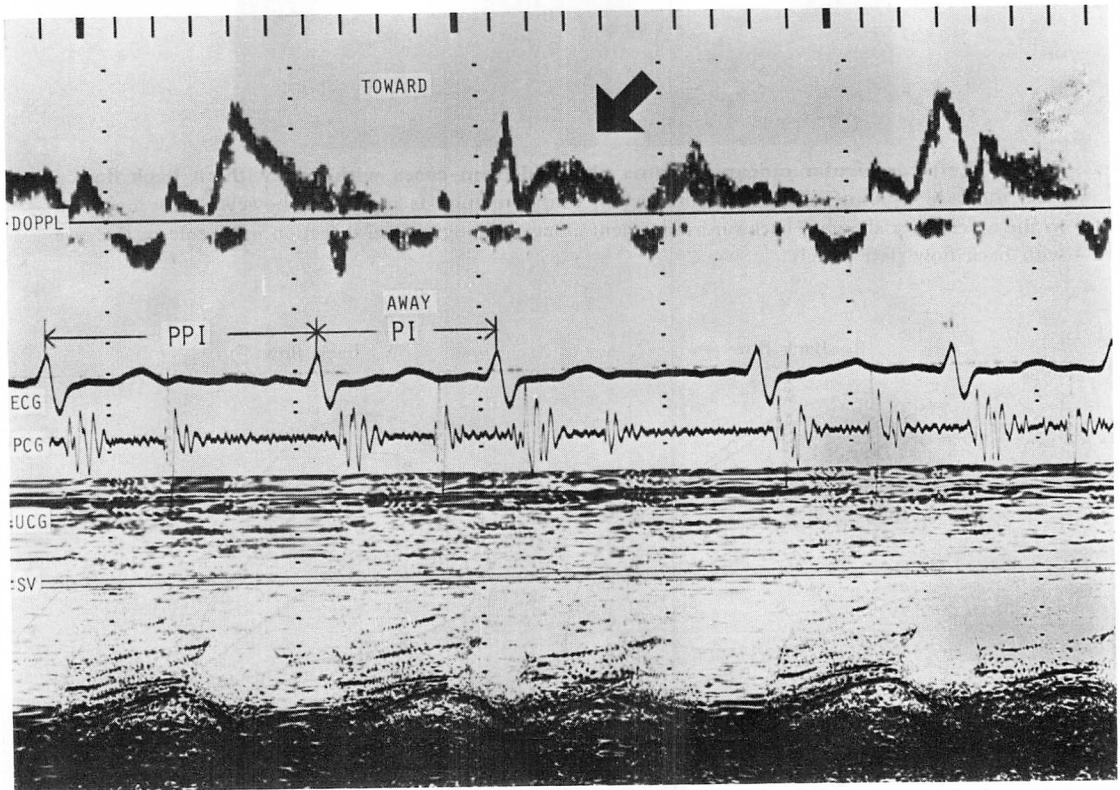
Doppler signals at the central area obtained from a case with atrial fibrillation (reproduced by permission¹⁾).
